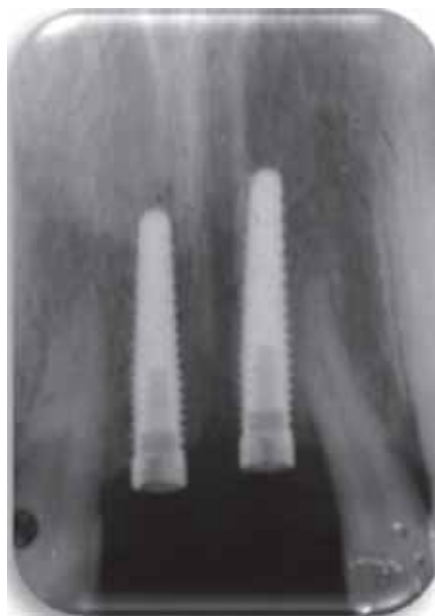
Radiografía dentoalveolar de control tras la colocación de los implantes.
